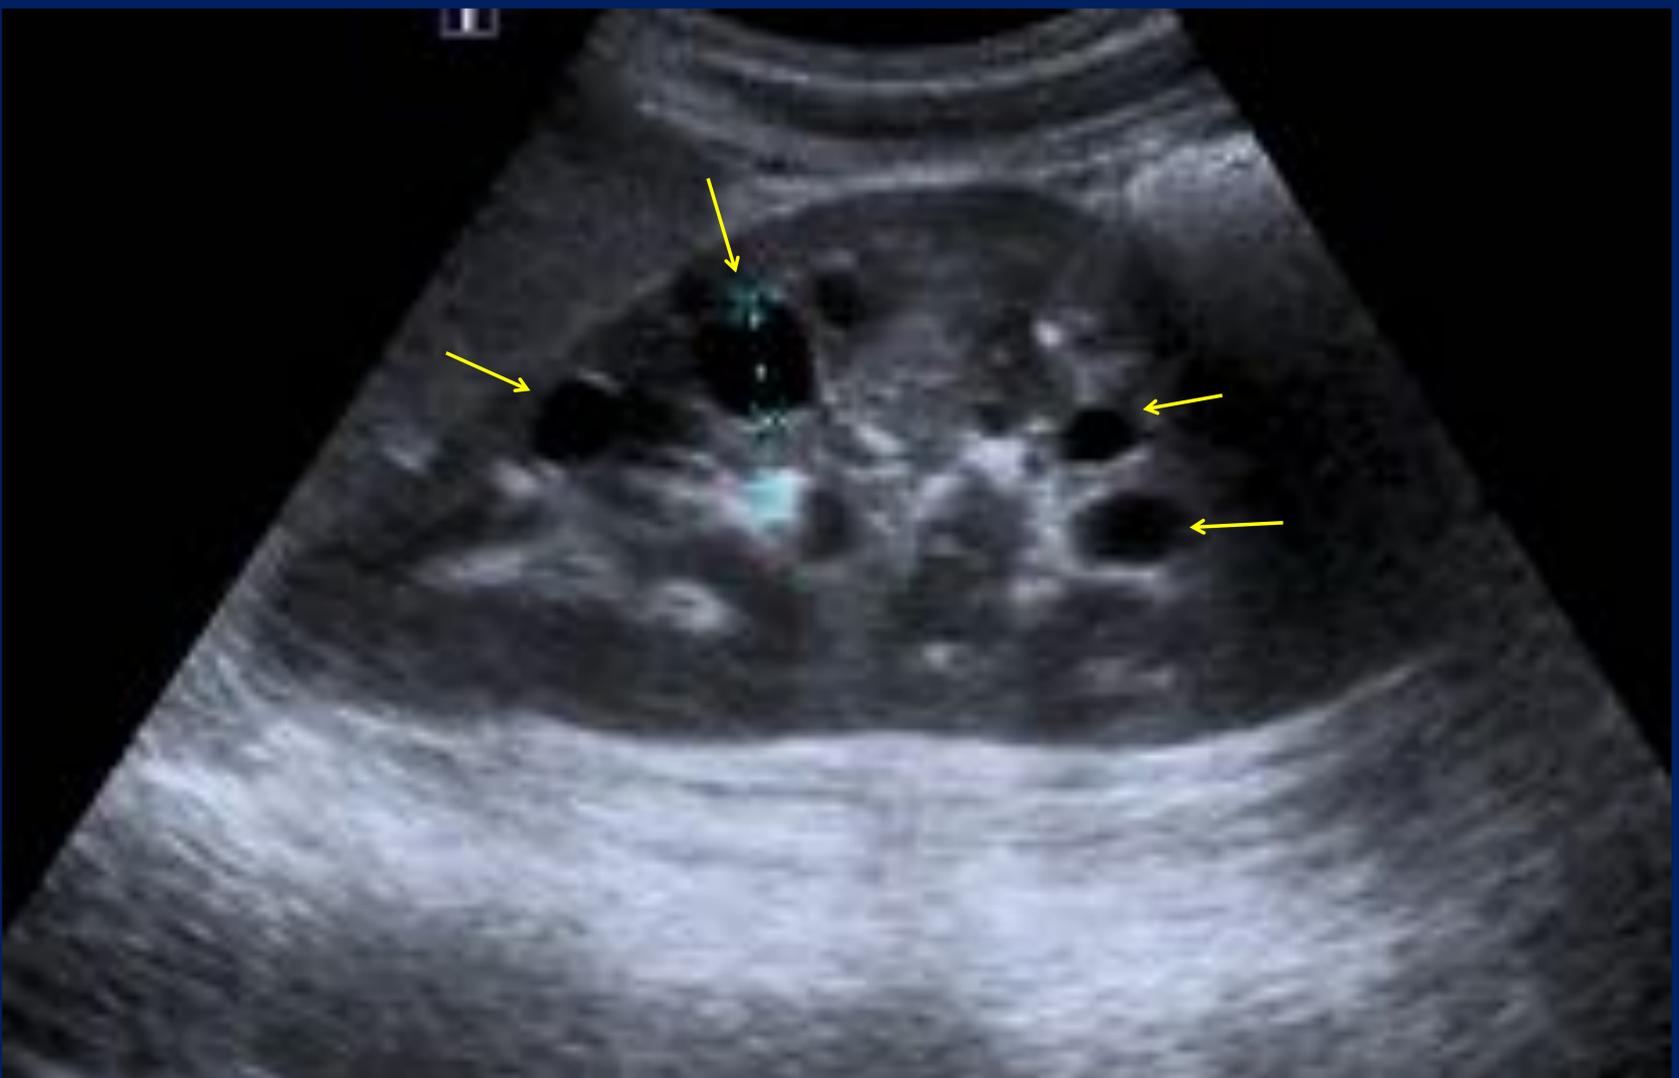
Poliquistosis renal dominante. La ecografía muestra riñones aumentados de tamaño, ecogénicos y con quistes corticales y medulares.
